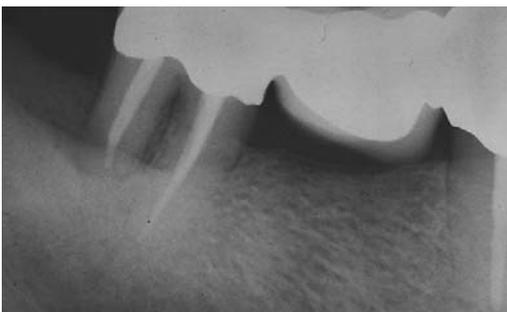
Röntgenkontrolle der Wurzelkanalfüllung des Zahnes 47 zwei Jahre nach Behandlungsbeginn.
